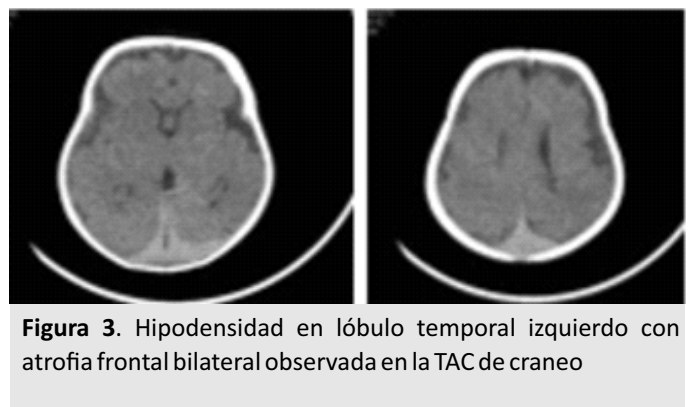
Hipodensidad en lóbulo temporal izquierdo con atrofia frontal bilateral observada en la TAC de cráneo
